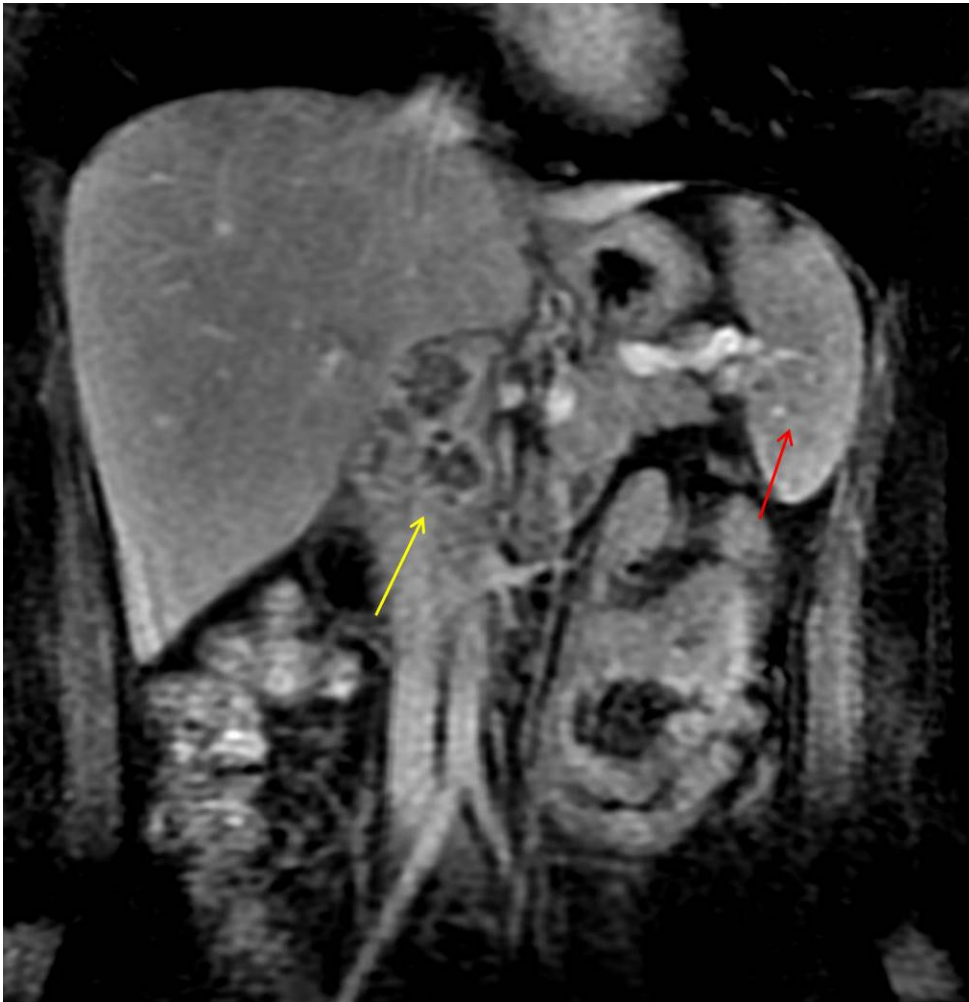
Reformatação coronal de ressonância magnética do abdome, sequência ponderada em T1 após contraste endovenoso, evidencia linfonodomegalias necróticas no hilo hepático (seta amarela). Também se notam múltiplas pequenas lesões esplênicas hipovascularizadas (seta vermelha).
